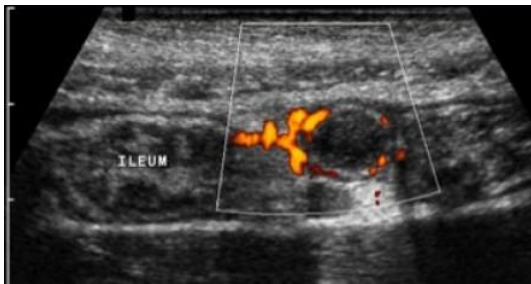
La ecografía Doppler de potencia muestra hipervascularidad de la pared apendicular.
